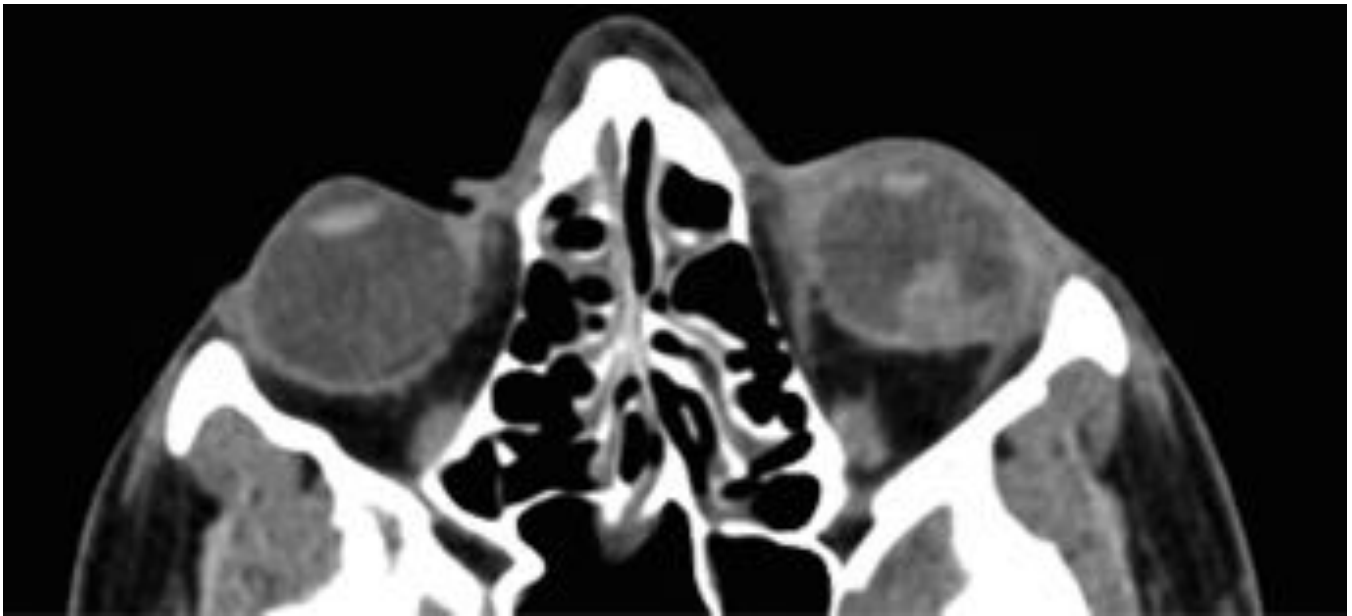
ESTALLIDO OCULAR. Corte axial de TC sin contraste en el que se objetiva una asimetría de ambos globos oculares, en el que en el ojo izquierdo se aprecia una disminución de tamaño, con pérdida de su esfericidad normal y con la superficie esclerótica posterior irregular. Existe una burbuja aérea en cámara anterior e imágenes de densidad intermedia en la cámara vítrea, con membranas y/o micropartículas de cuerpo extraño de baja densidad en relación con hemovítreo.
